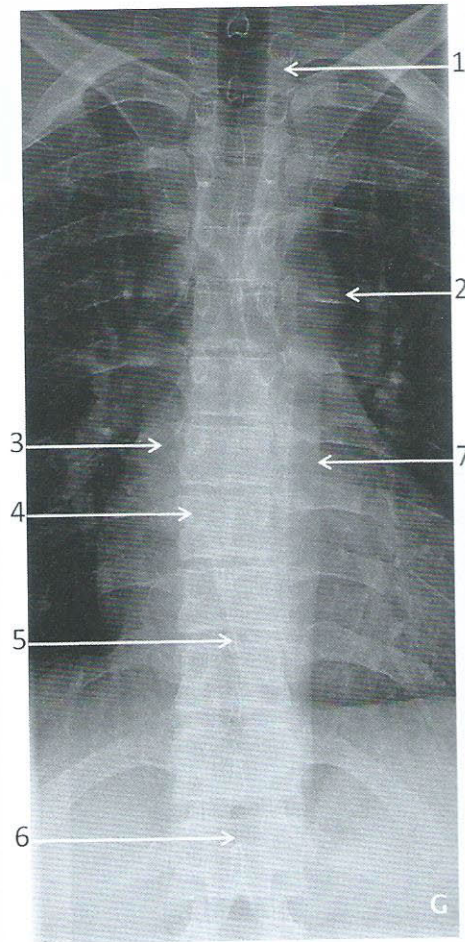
Radiographie du rachis dorsal de face
